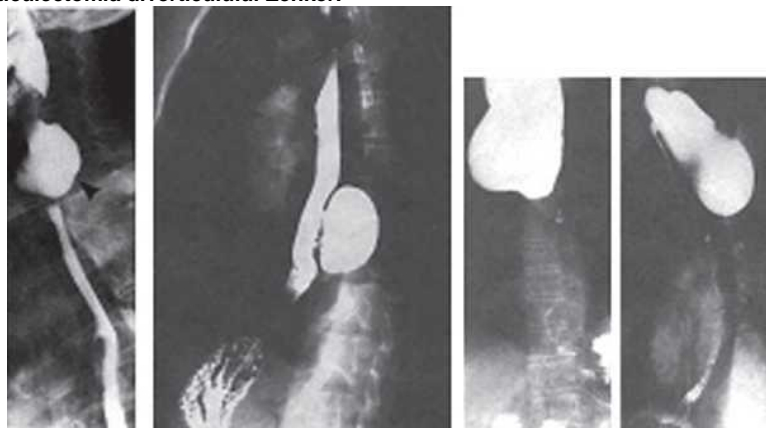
Diverticuli esofagieni. Radiografia.
